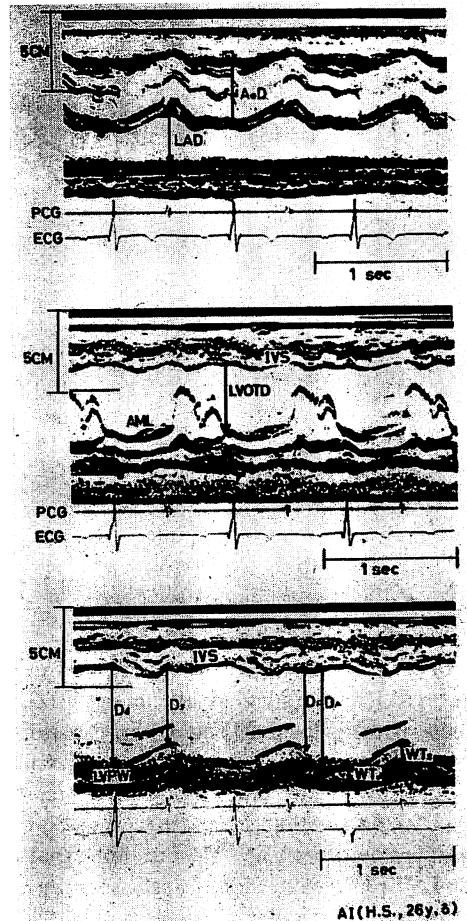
Echocardiogram in a case of aortic insufficiency.
